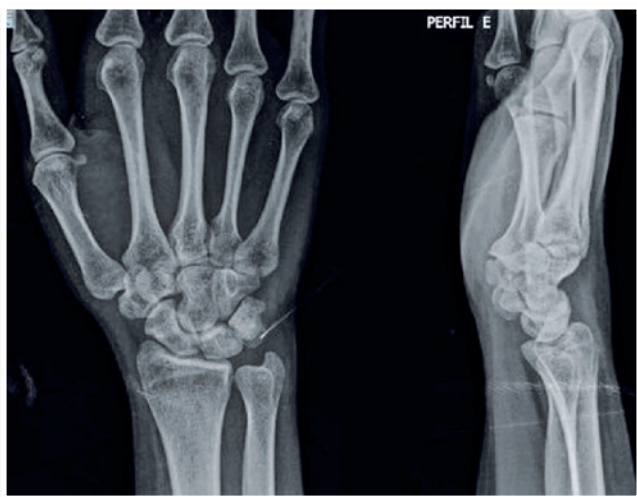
Radiografias pós-operatórias frente e perfil do punho esquerdo
